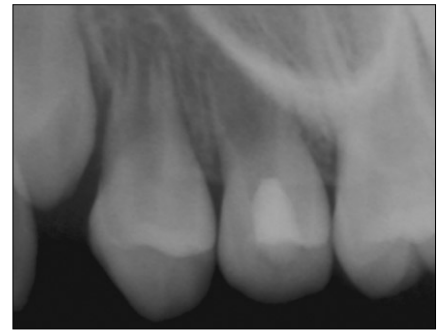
Periapical radiography after 3 months. It is observed the disappearance of apical radiolucency.
